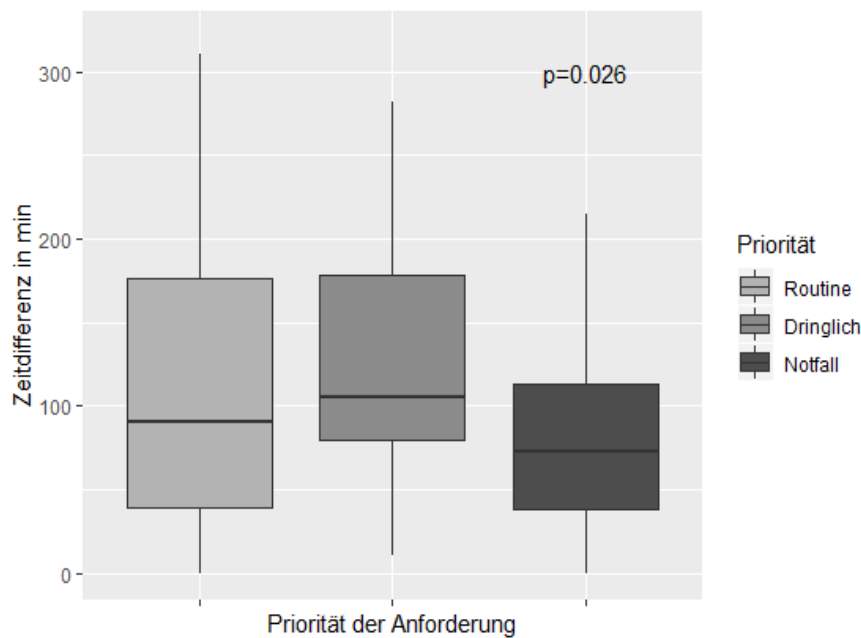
Zeit von der CT-Anforderung bis zur CT-Durchführung in Bezug auf die Priorität der Anforderung
